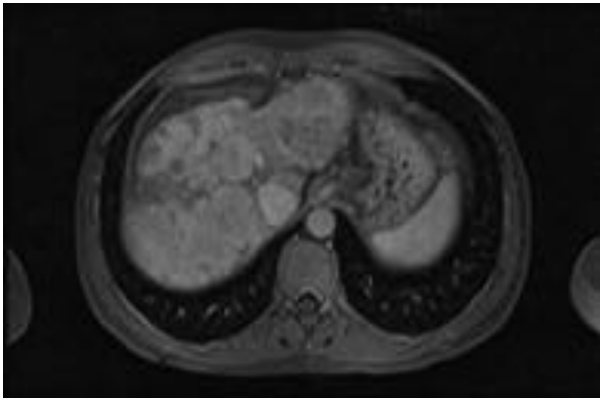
RM secuencia axial T1 con gadolinio. Misma paciente de figuras 3-6. Muestra una alteración del contorno hepático con hígado regenerativo con extensas áreas de fibrosis. A pesar de que ni la TC ni la RM sugerían la presencia de metástasis la biopsia hepática demostró metástasis de carcinoma de mama. La paciente falleció en poco tiempo.
